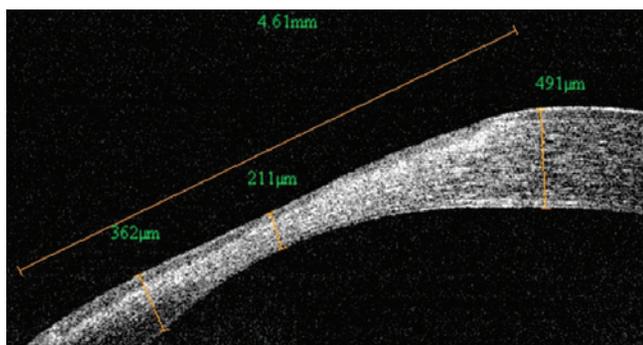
Оптическая когерентная томография переднего отрезка глаза (больная К., 68 лет)
